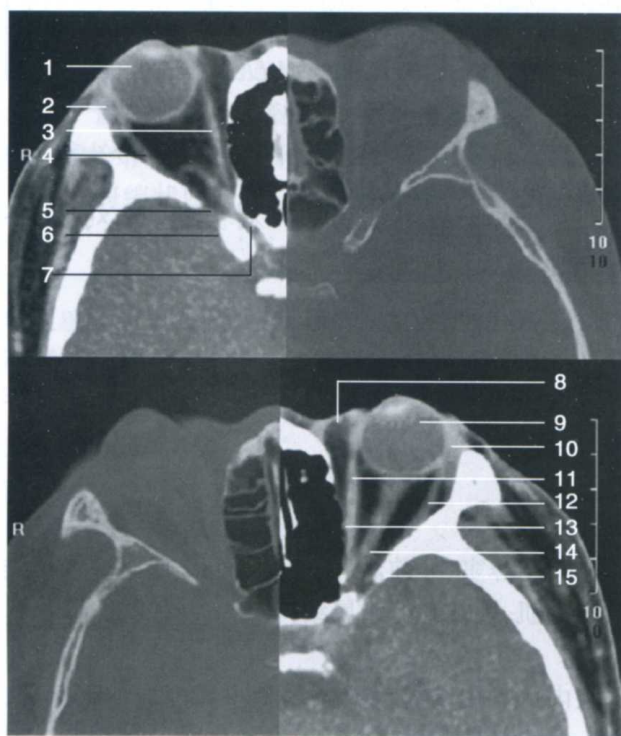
正常眼部 CT 解剖(横断面)
